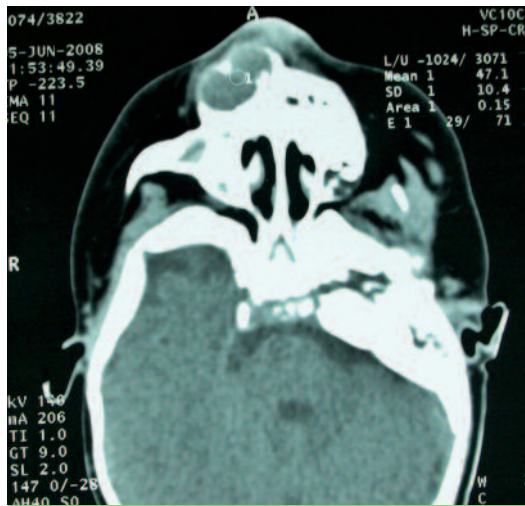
TDM faciale préopératoire montrant une tumeur maxillaire antérieure droite.
